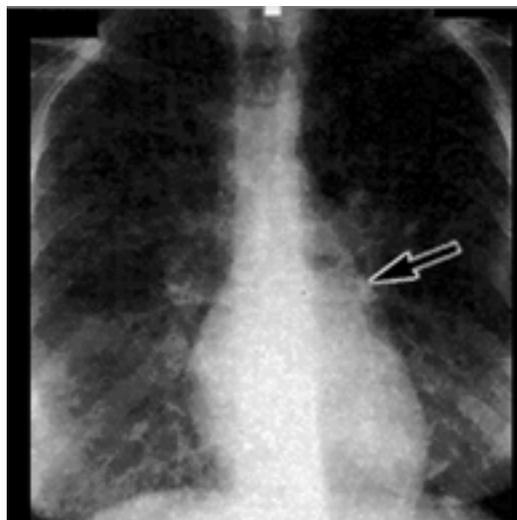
Radiographie en sténose mitrale
